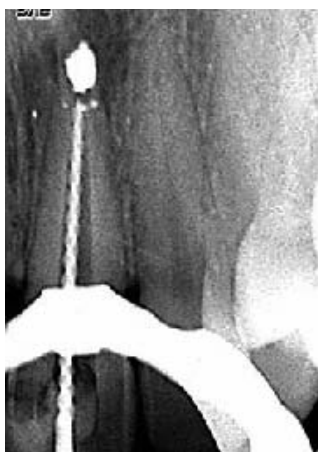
Rx de Determinação do CT
